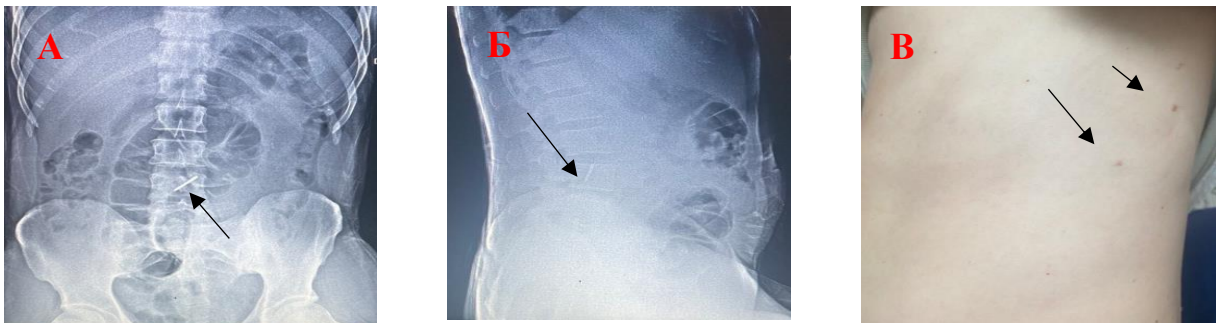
Солдат С., 38 р. Самозвернення, біль у поперековій ділянці. Оглядова рентгенограма черевної порожнини, таза. Стороннє тіло флашета поперекової ділянки (стрілка). Лінійний перелом тіла L4 (за даними МДКТ): А. – пряма проєкція. Б. – бічна проєкція. В. – вхідні отвори вогнепальної рани
